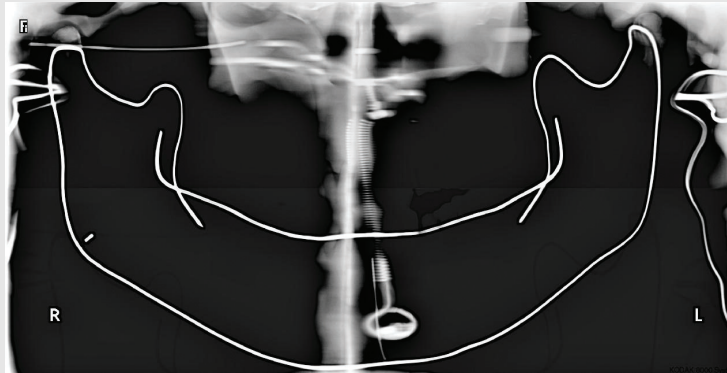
Panoramic radiograph taken an angle of 0° between the FH plane and floor.
